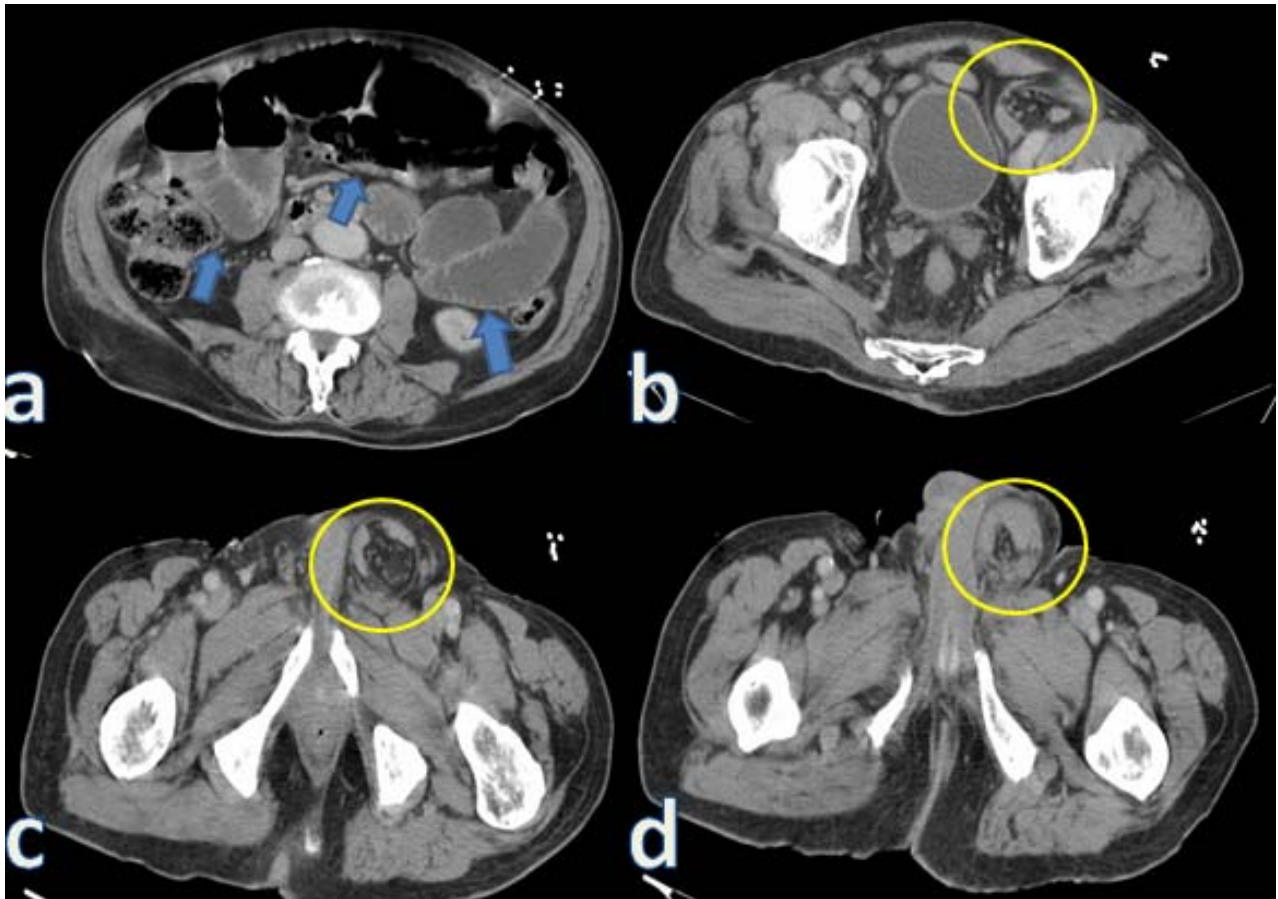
Cortes axiais de tomografia computadorizada com contraste endovenoso demonstrando sinais de obstrução intestinal, caracterizados por distensão de alças com níveis hidroaéreos em seu interior (imagem a; setas brancas). Nas áreas circuladas em amarelo nas imagens b, c e d observamos alargamento do anel inguinoescrotal preenchido por gordura peritoneal melhor visto em "c", vasos em "b" e alças intestinais espessadas em "d".
